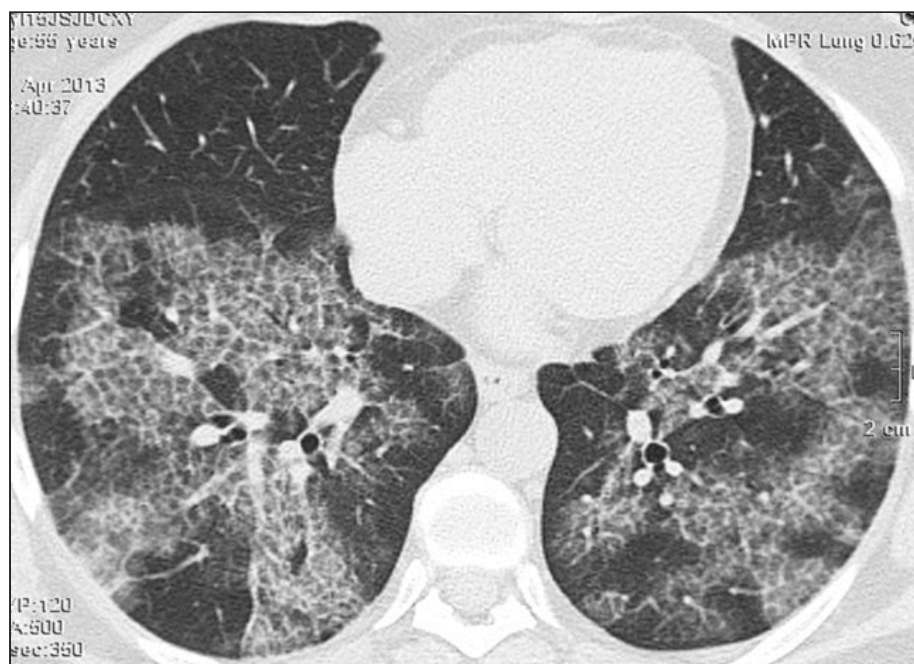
Больная Б., 55 лет, альвеолярный легочный протеиноз. Первое МСКТ органов грудной клетки в консультативной поликлинике от 01.04.2003. Аксиальная проекция. Томографический срез на уровне нижней зоны легких.
